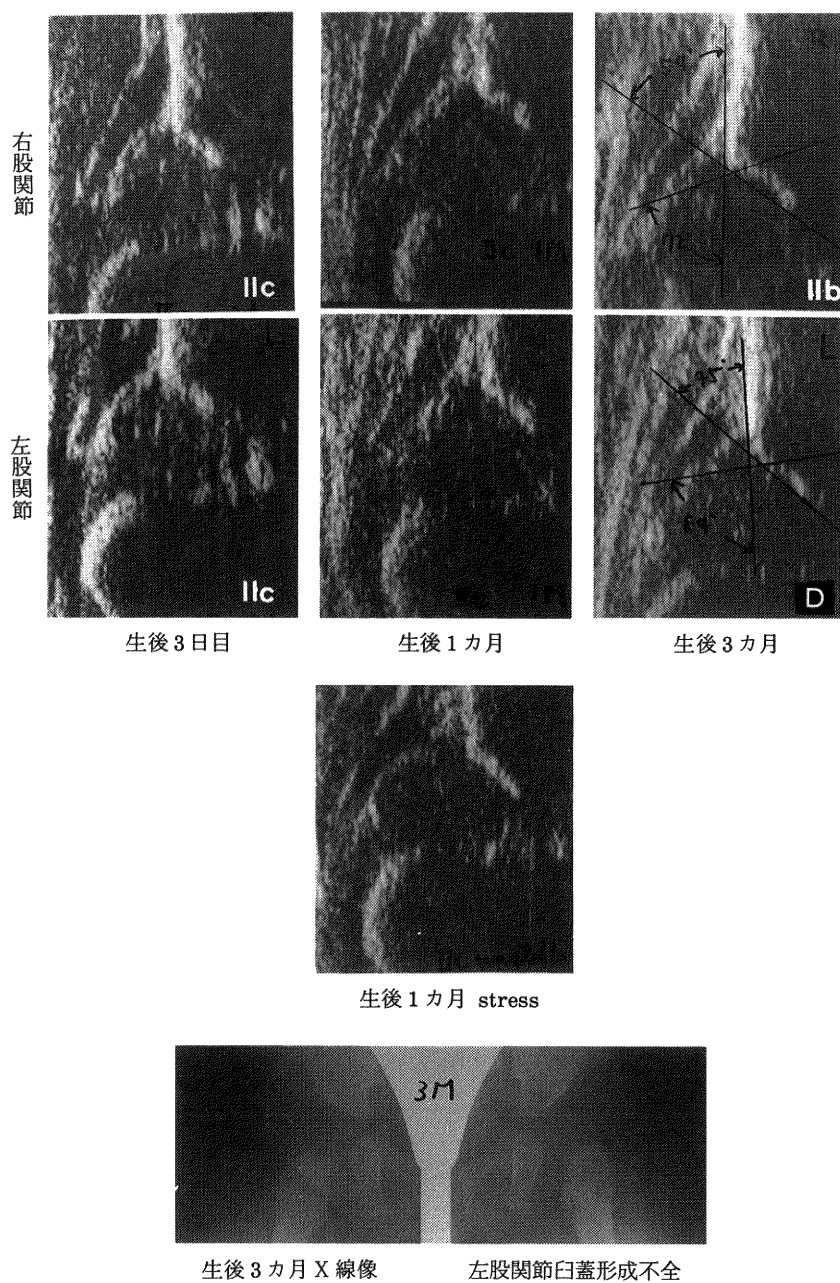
症例5. C群 非脱臼非治療 女児：生後3日の超音波検査で左右ともタイプ IIc であった。生後1カ月の再検査で、やはり IIc で、左は超音波上、ストレスでタイプDとなるの unstable IIc type であった。生後3カ月では、超音波で右 IIb, 左はDで、X線でも臼蓋形成不全を残した。
